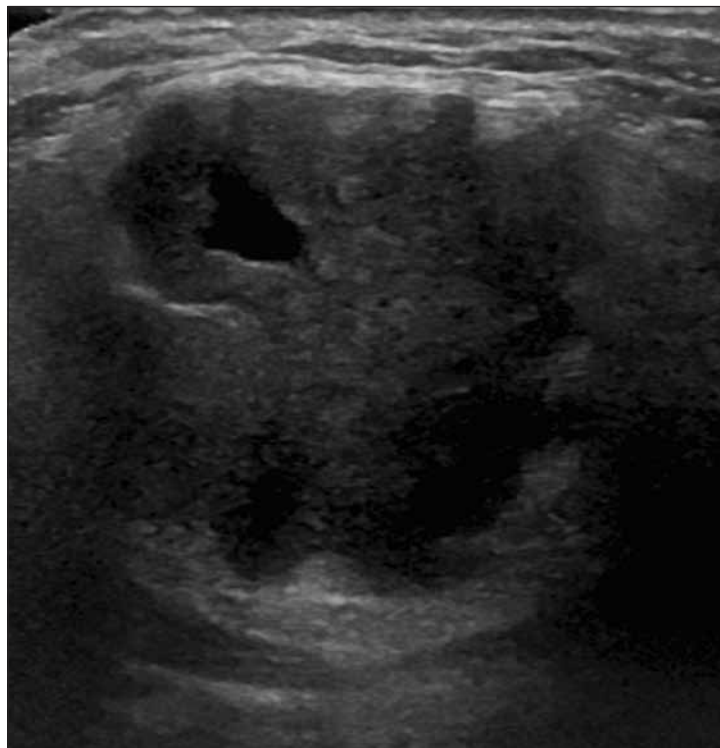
Carcinoma Adenoide Cistico della parotide: l'esame ecografico mostra un nodulo a margini irregolari ed ecostruttura disomogenea, con componenti solide ad ecogenicità intermedia e componenti cistiche anecogene. Tali caratteristiche orientano per la natura maligna della lesione.
